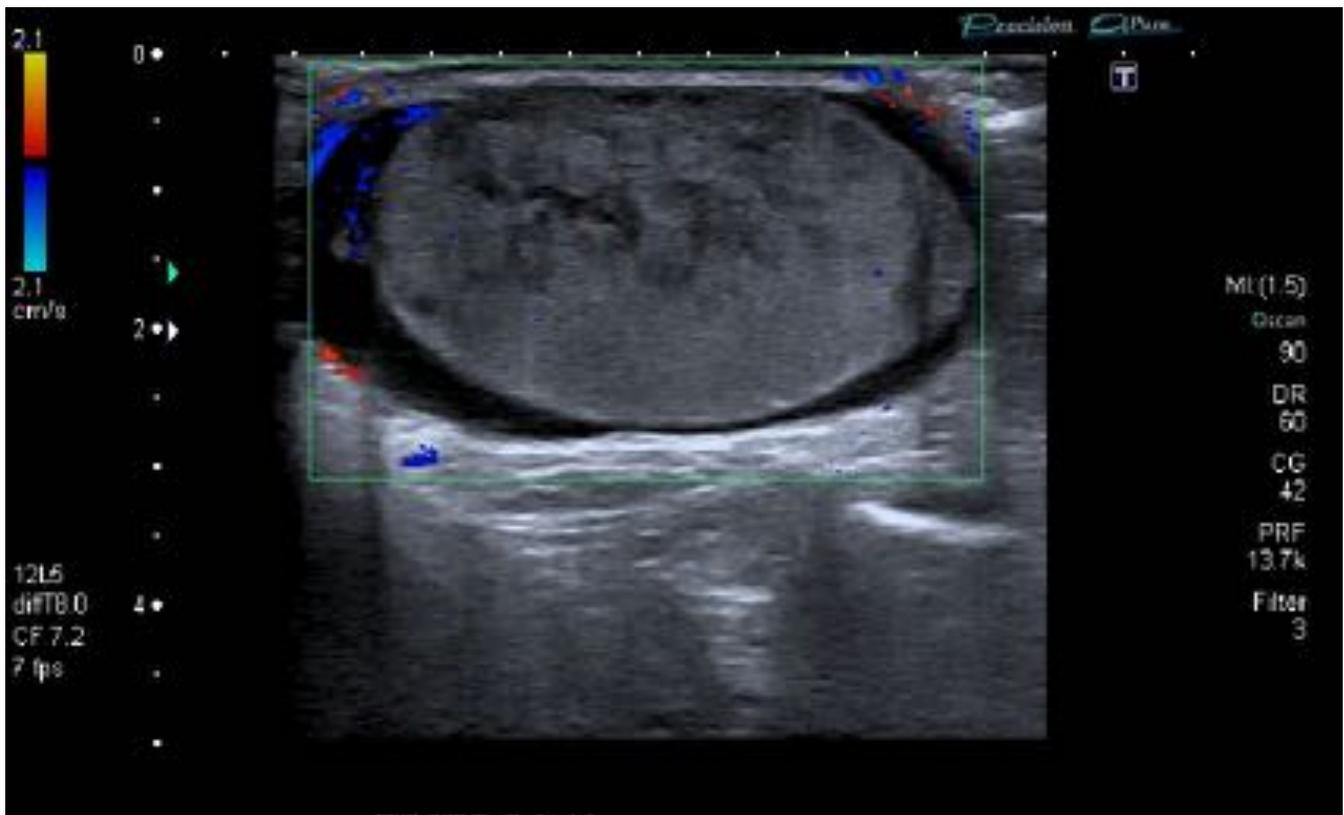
Isquemia testicular. Corte transversal de teste donde se observa ausencia de vascularización tras estudio Doppler y áreas longitudinales hipocogénicas que atraviesan el parénquima testicular.
